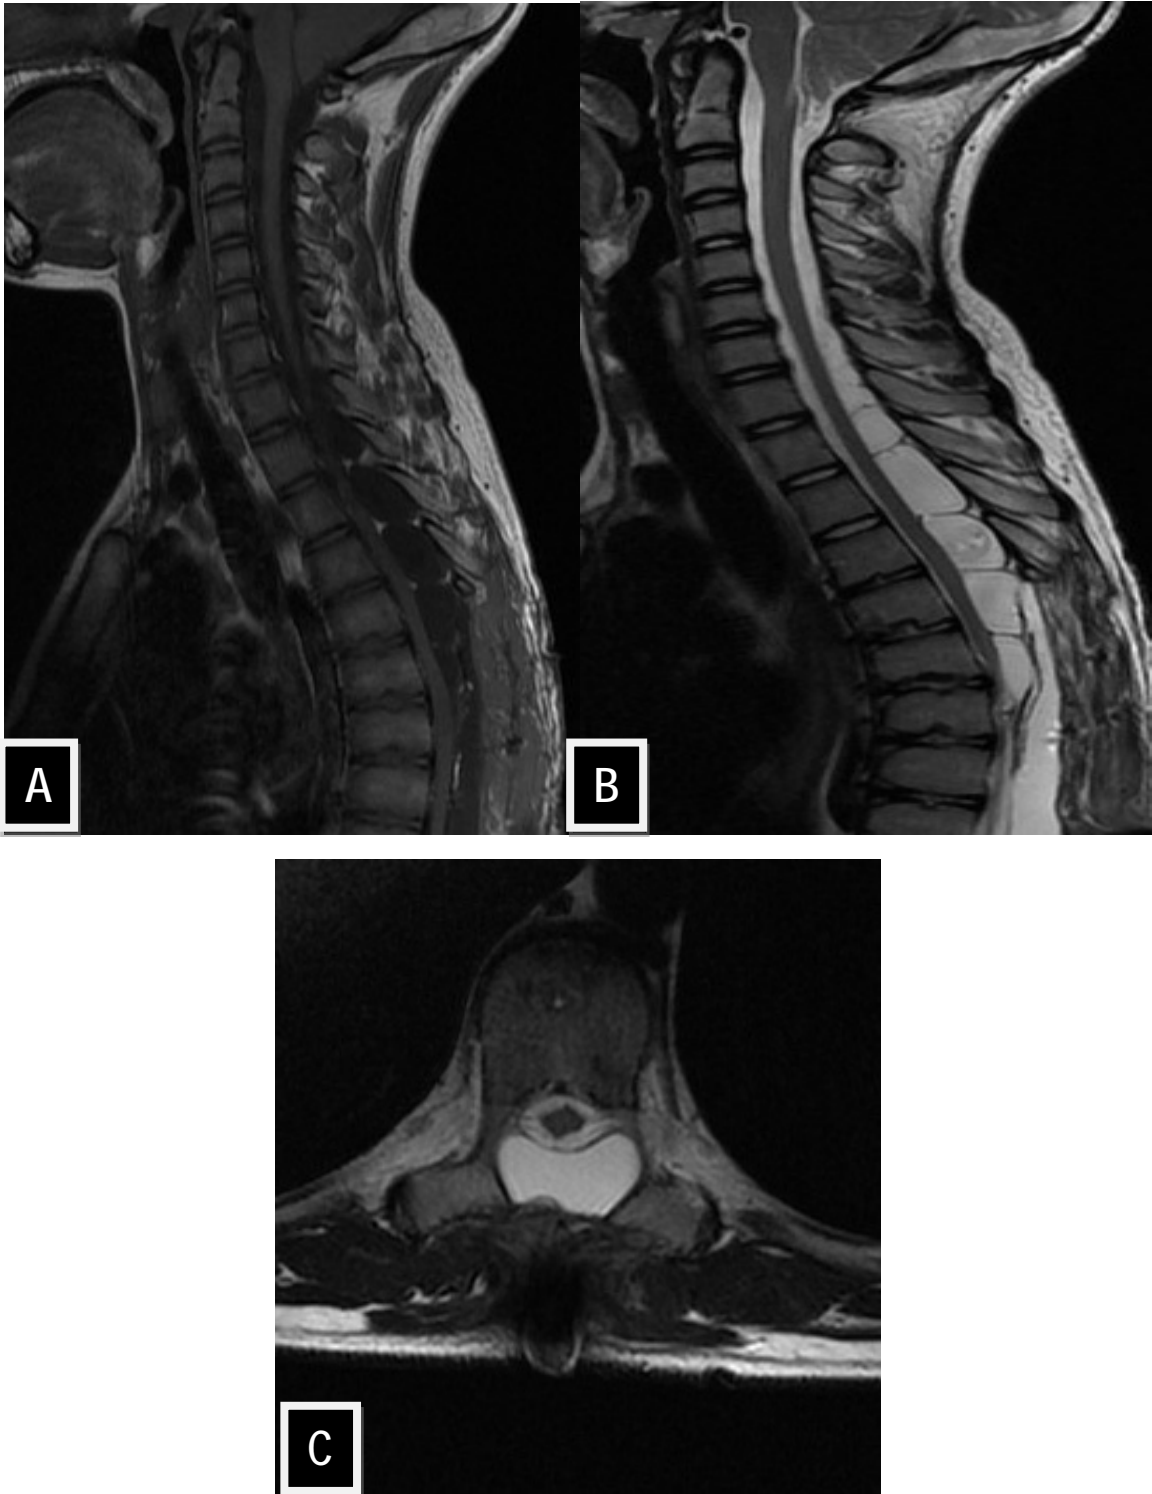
IRM médullaire en coupes sagittale T1 avec contraste (A), T2 (B) et axiale T2 (C) montrant la diminution de la taille de la formation kystique avec une moelle épinière qui n'est plus comprimée en regard.
